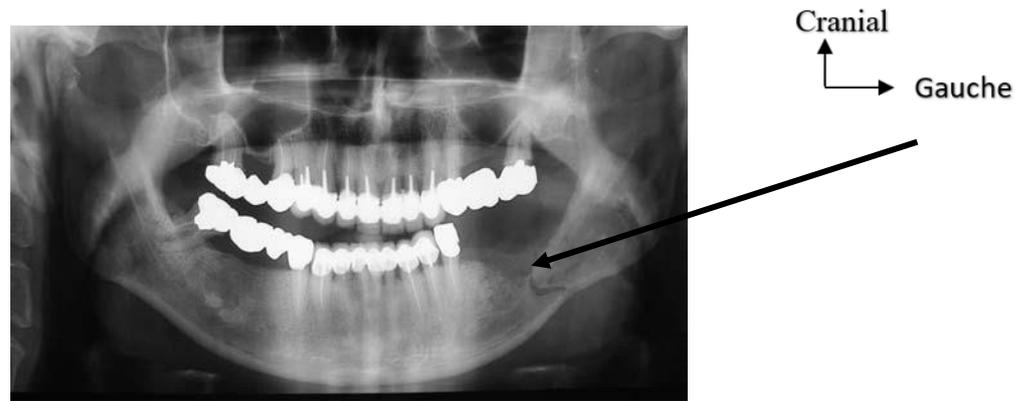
orthopantomogramme réalisé lors du bilan pré-thérapeutique chez un patient présentant une volumineuse tumeur du plancher latéral et postérieur gauche, illustrant une lyse et une fracture pathologique de la branche horizontale gauche de la mandibule[10].
